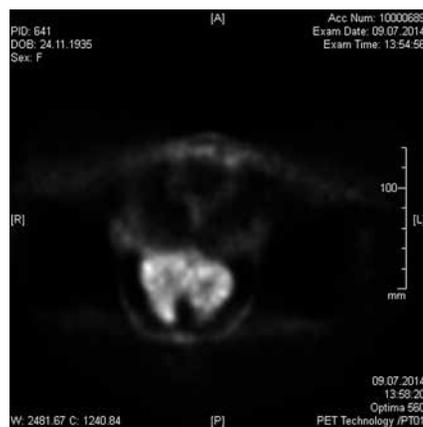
ПЭТ пациентки Д. Срез на уровне зрительной коры
